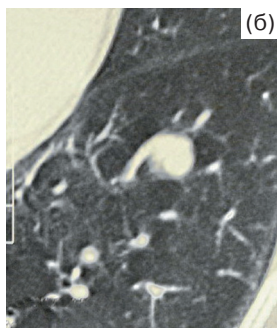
КТ органов грудной клетки. Периферический атипичный карциноид верхней доли правого легкого.
